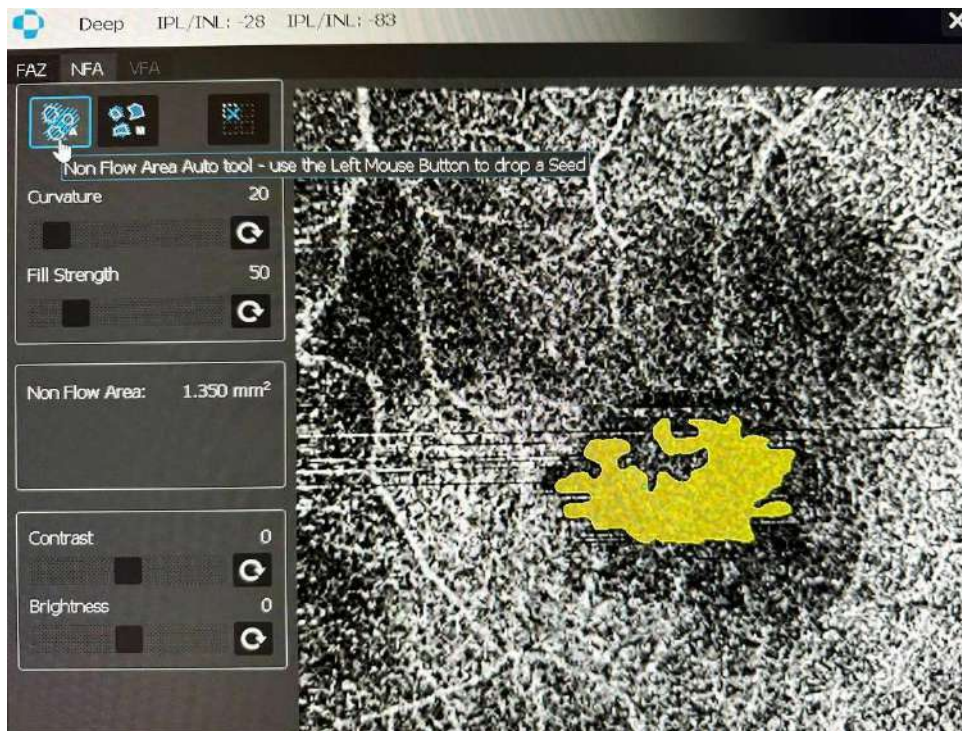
Вимірювання площі фовеолярної аваскулярної зони в глибокому ретинальному сплетінні (збільшений вигляд інтерфейсу програмного забезпечення томографа)
